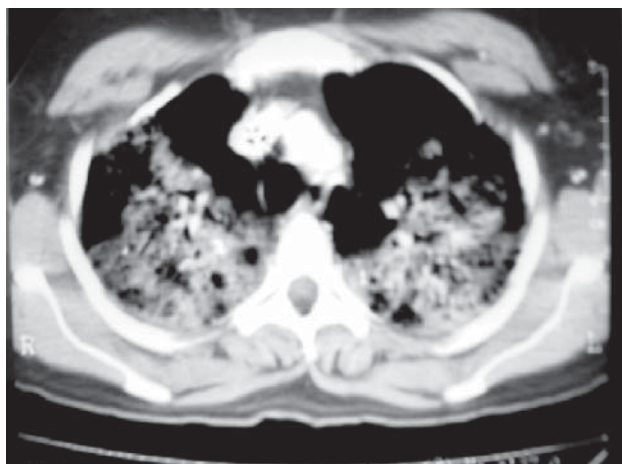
Tomografía axial computada de tórax en la que se observa consolidación bilateral en parches con predominio en zonas declives.
